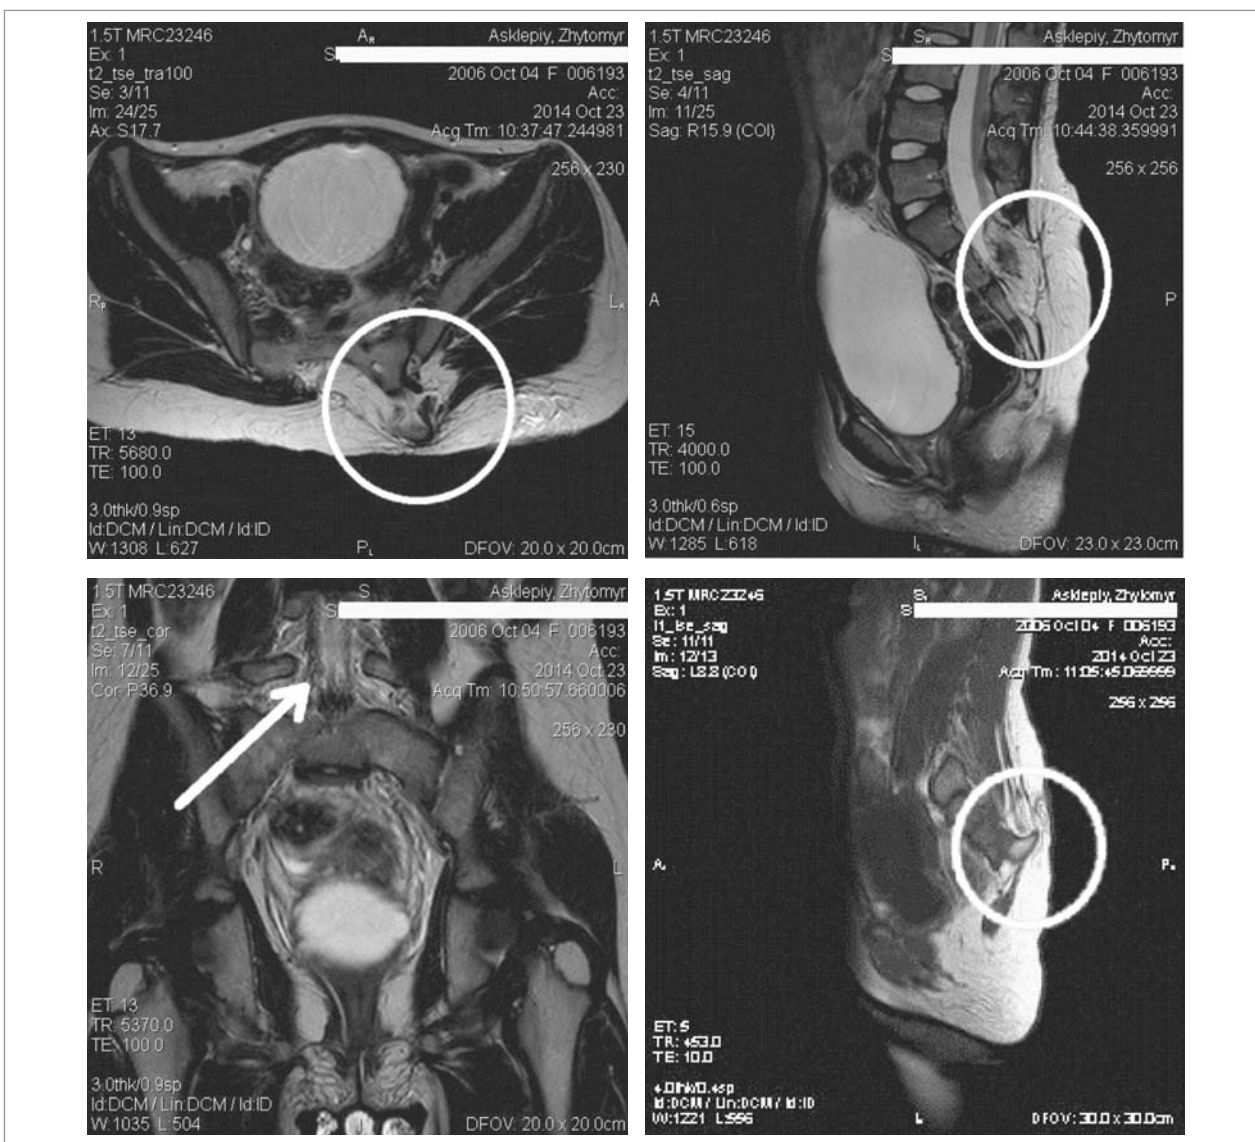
МРТ попереково-крижового відділу хребта та м'язів тазового дна
